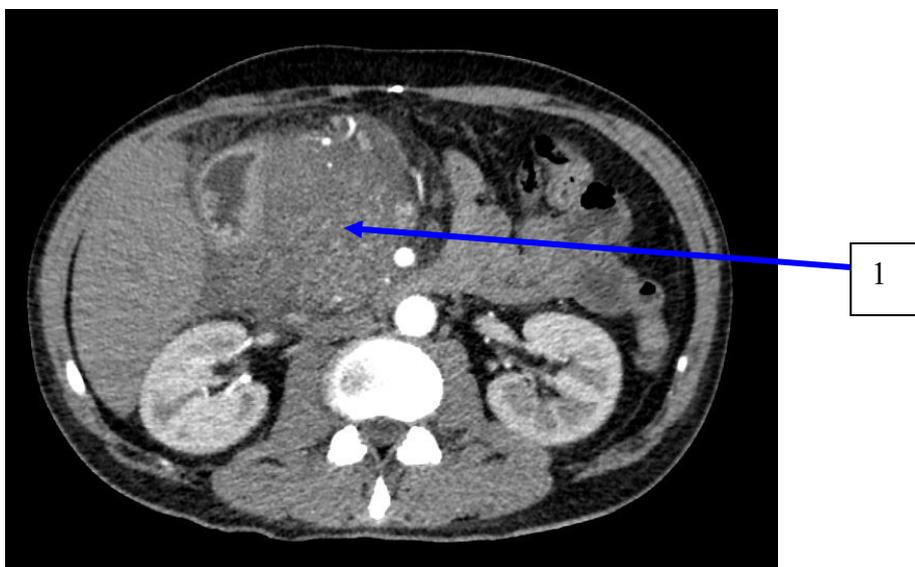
МСКТ больного с хроническим панкреатитом перед выполнением панкреатодуоденальной резекции: увеличение размеров головки поджелудочной железы до 10см (1)
